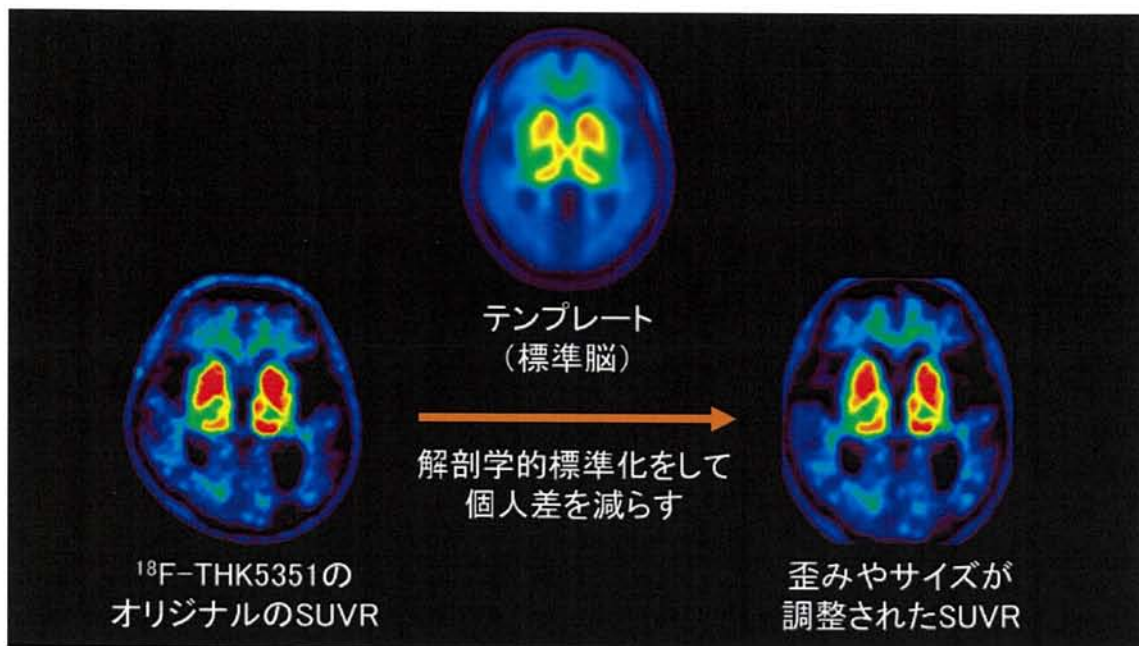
PET 画像の標準脳を用いた解剖学的標準化
